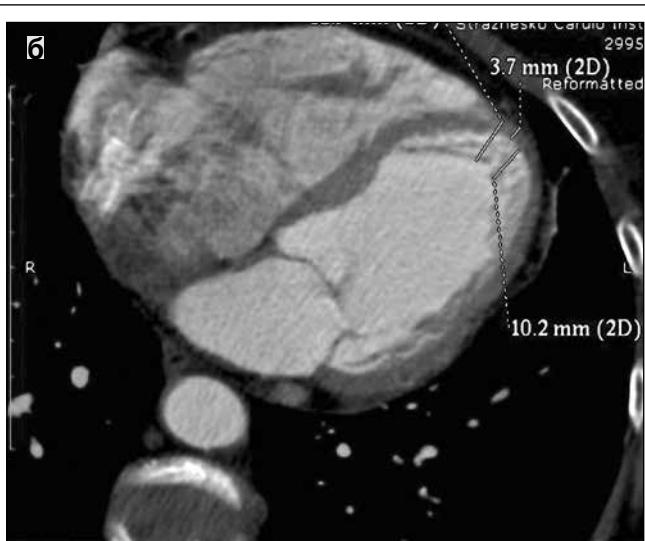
МСКТ-вентрикулографія: а – сагітальна проекція; б – поперечна проекція. Ознаки НКМ у верхівковому та задньо-базальному відділах ЛШ (із співвідношенням некомпактного/компактного шарів міокарда – 2/1 і більше)
